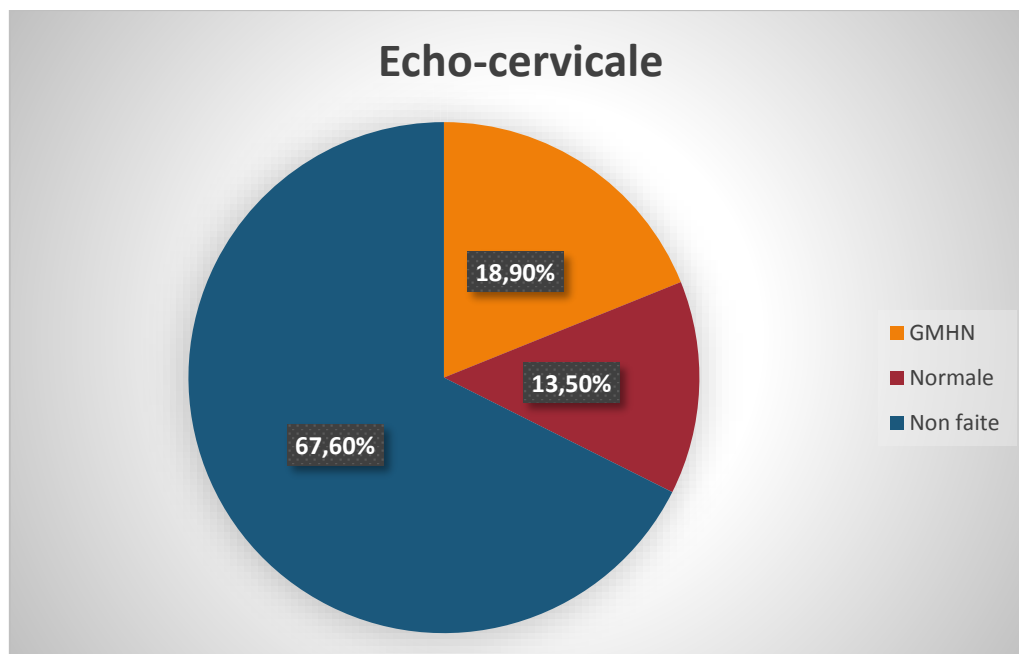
Répartition des patients en fonction du résultat de l'échographie.
